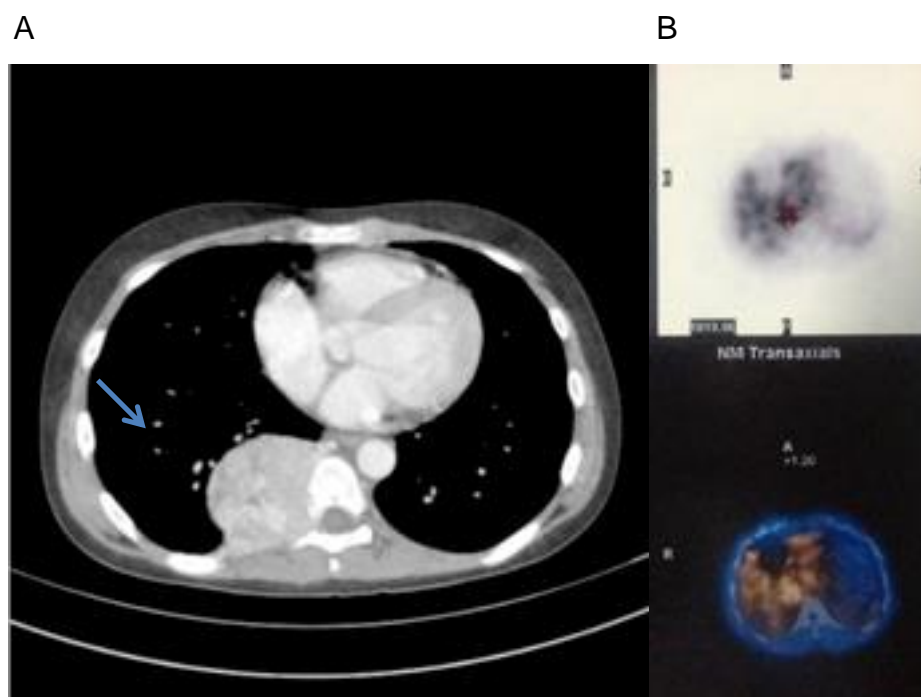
Aspectos radiológicos representativos do paraganglioma do paciente nº 5. A: Tomografia computadorizada de tórax com contraste, mostrando tumor subpleural de $6,1 \times 5,3 \text{ cm}$ (seta), localizado na borda dorsal da base pulmonar direita, causando erosão da vertebra e costela adjacente. B: Cintilografia com ^{123}I -MIBG revela captação aumentada na lesão subpleural.
